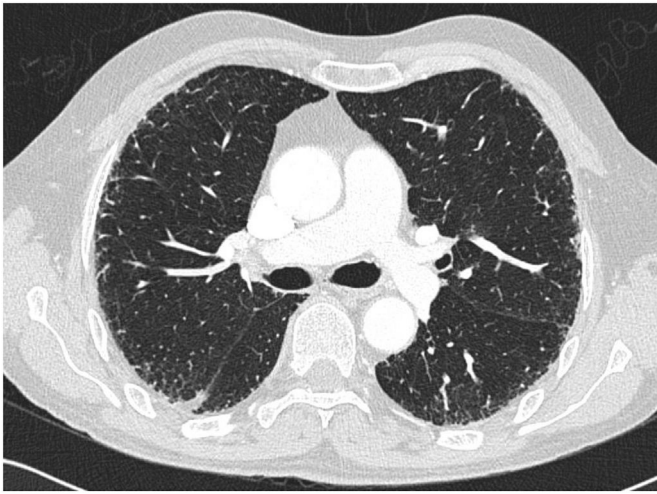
Tomografía axial computarizada pulmonar que muestra el patrón de afectación pulmonar intersticial consistente en reticulación y engrosamiento septales y subpleurales bilaterales de predominio en los campos medios con zonas de panalización y bronquiectasias.
